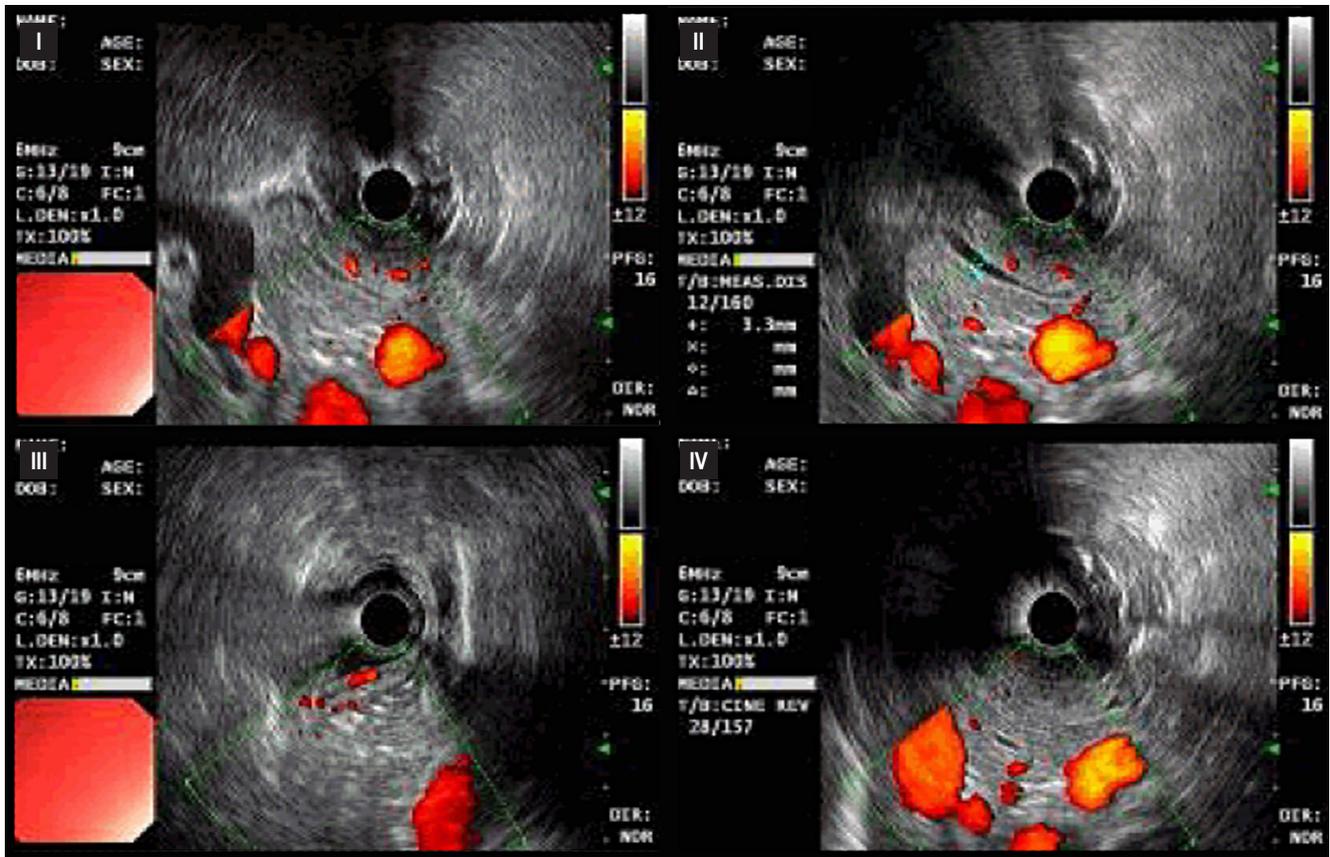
Ultrasonografía endoscópica. Parénquima pancreático con cambios en su ecoestructura (I), con presencia de bandas hiperecogénicas entre 3 y 5 mm (II) y nodularidad difusa en toda la glándula (III). El conducto de Wirsung se encuentra dilatado, llegando a medir aproximadamente 3,5 mm hacia la cabeza, con reforzamiento en su pared y con irregularidad (IV). Fuente: archivo de los autores.
